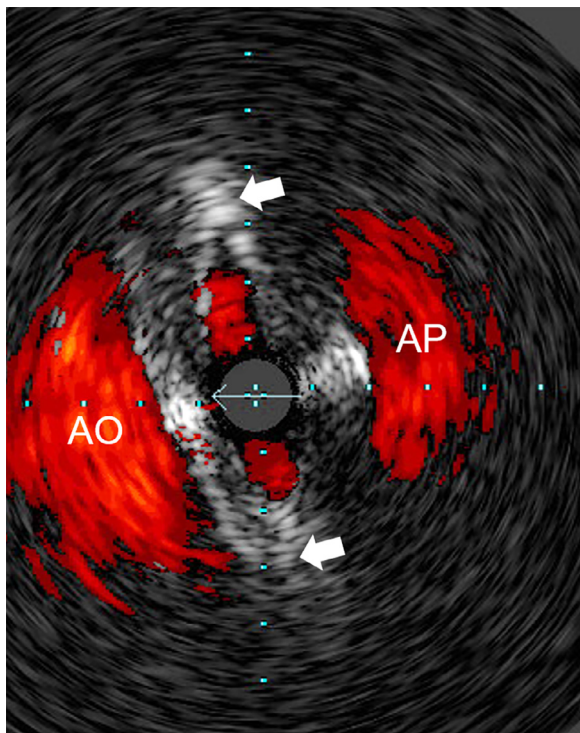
Image d'échographie endocoronaire d'une artère coronaire droite avec un trajet interartériel et passant dans la paroi aortique (flèches). AP : artère pulmonaire. AO : aorte.
